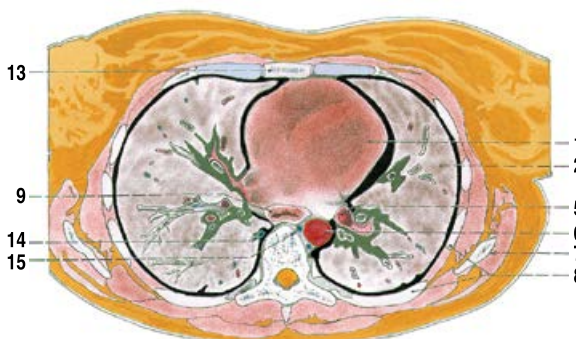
PRÍČNÉ ŘEZY HRUDNÍKEM V OBRAZU POČÍTAČOVÉ TOMOGRAFIE (CT)
